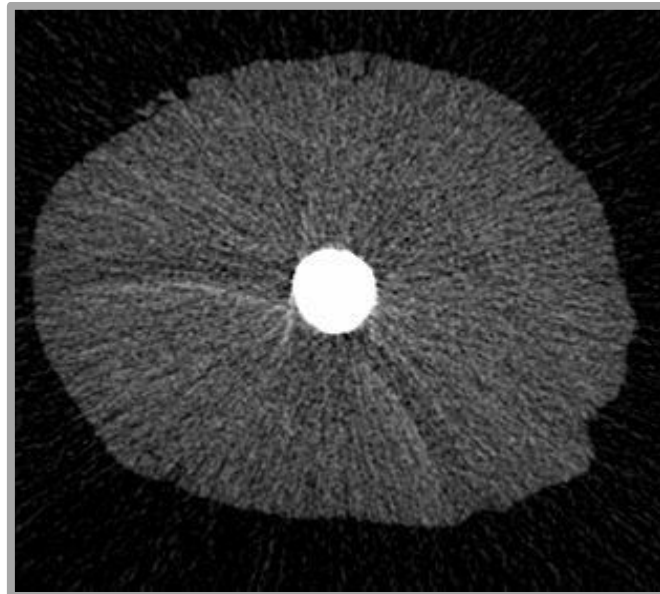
Mikro-CT-Aufnahme
